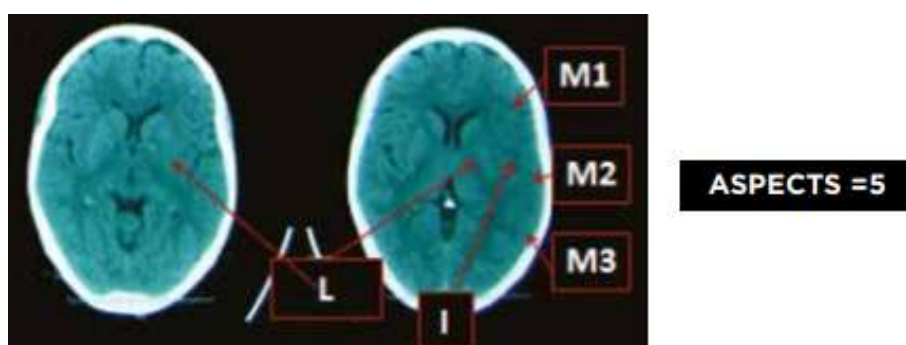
ASPECTS = 5 d'un AVC sur TDM cérébral [15]
